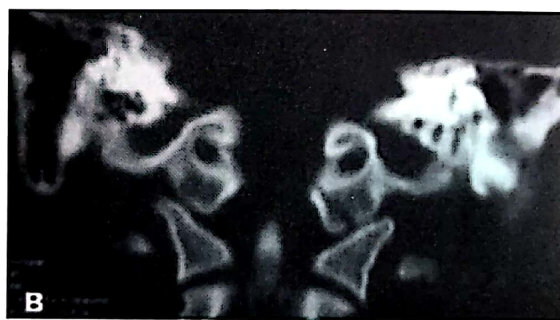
Fractură intraarticulară fără deplasare de condil occipital - CT cervical cu reconstrucție, față și profil.
